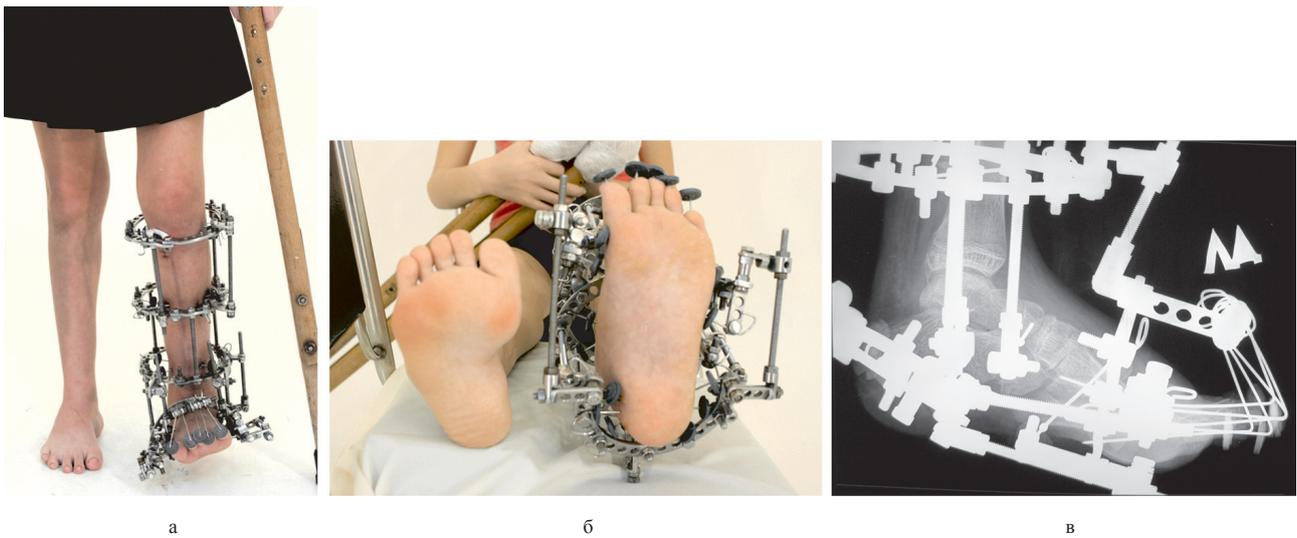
Фото и рентгенограммы пациента Т. в процессе лечения
